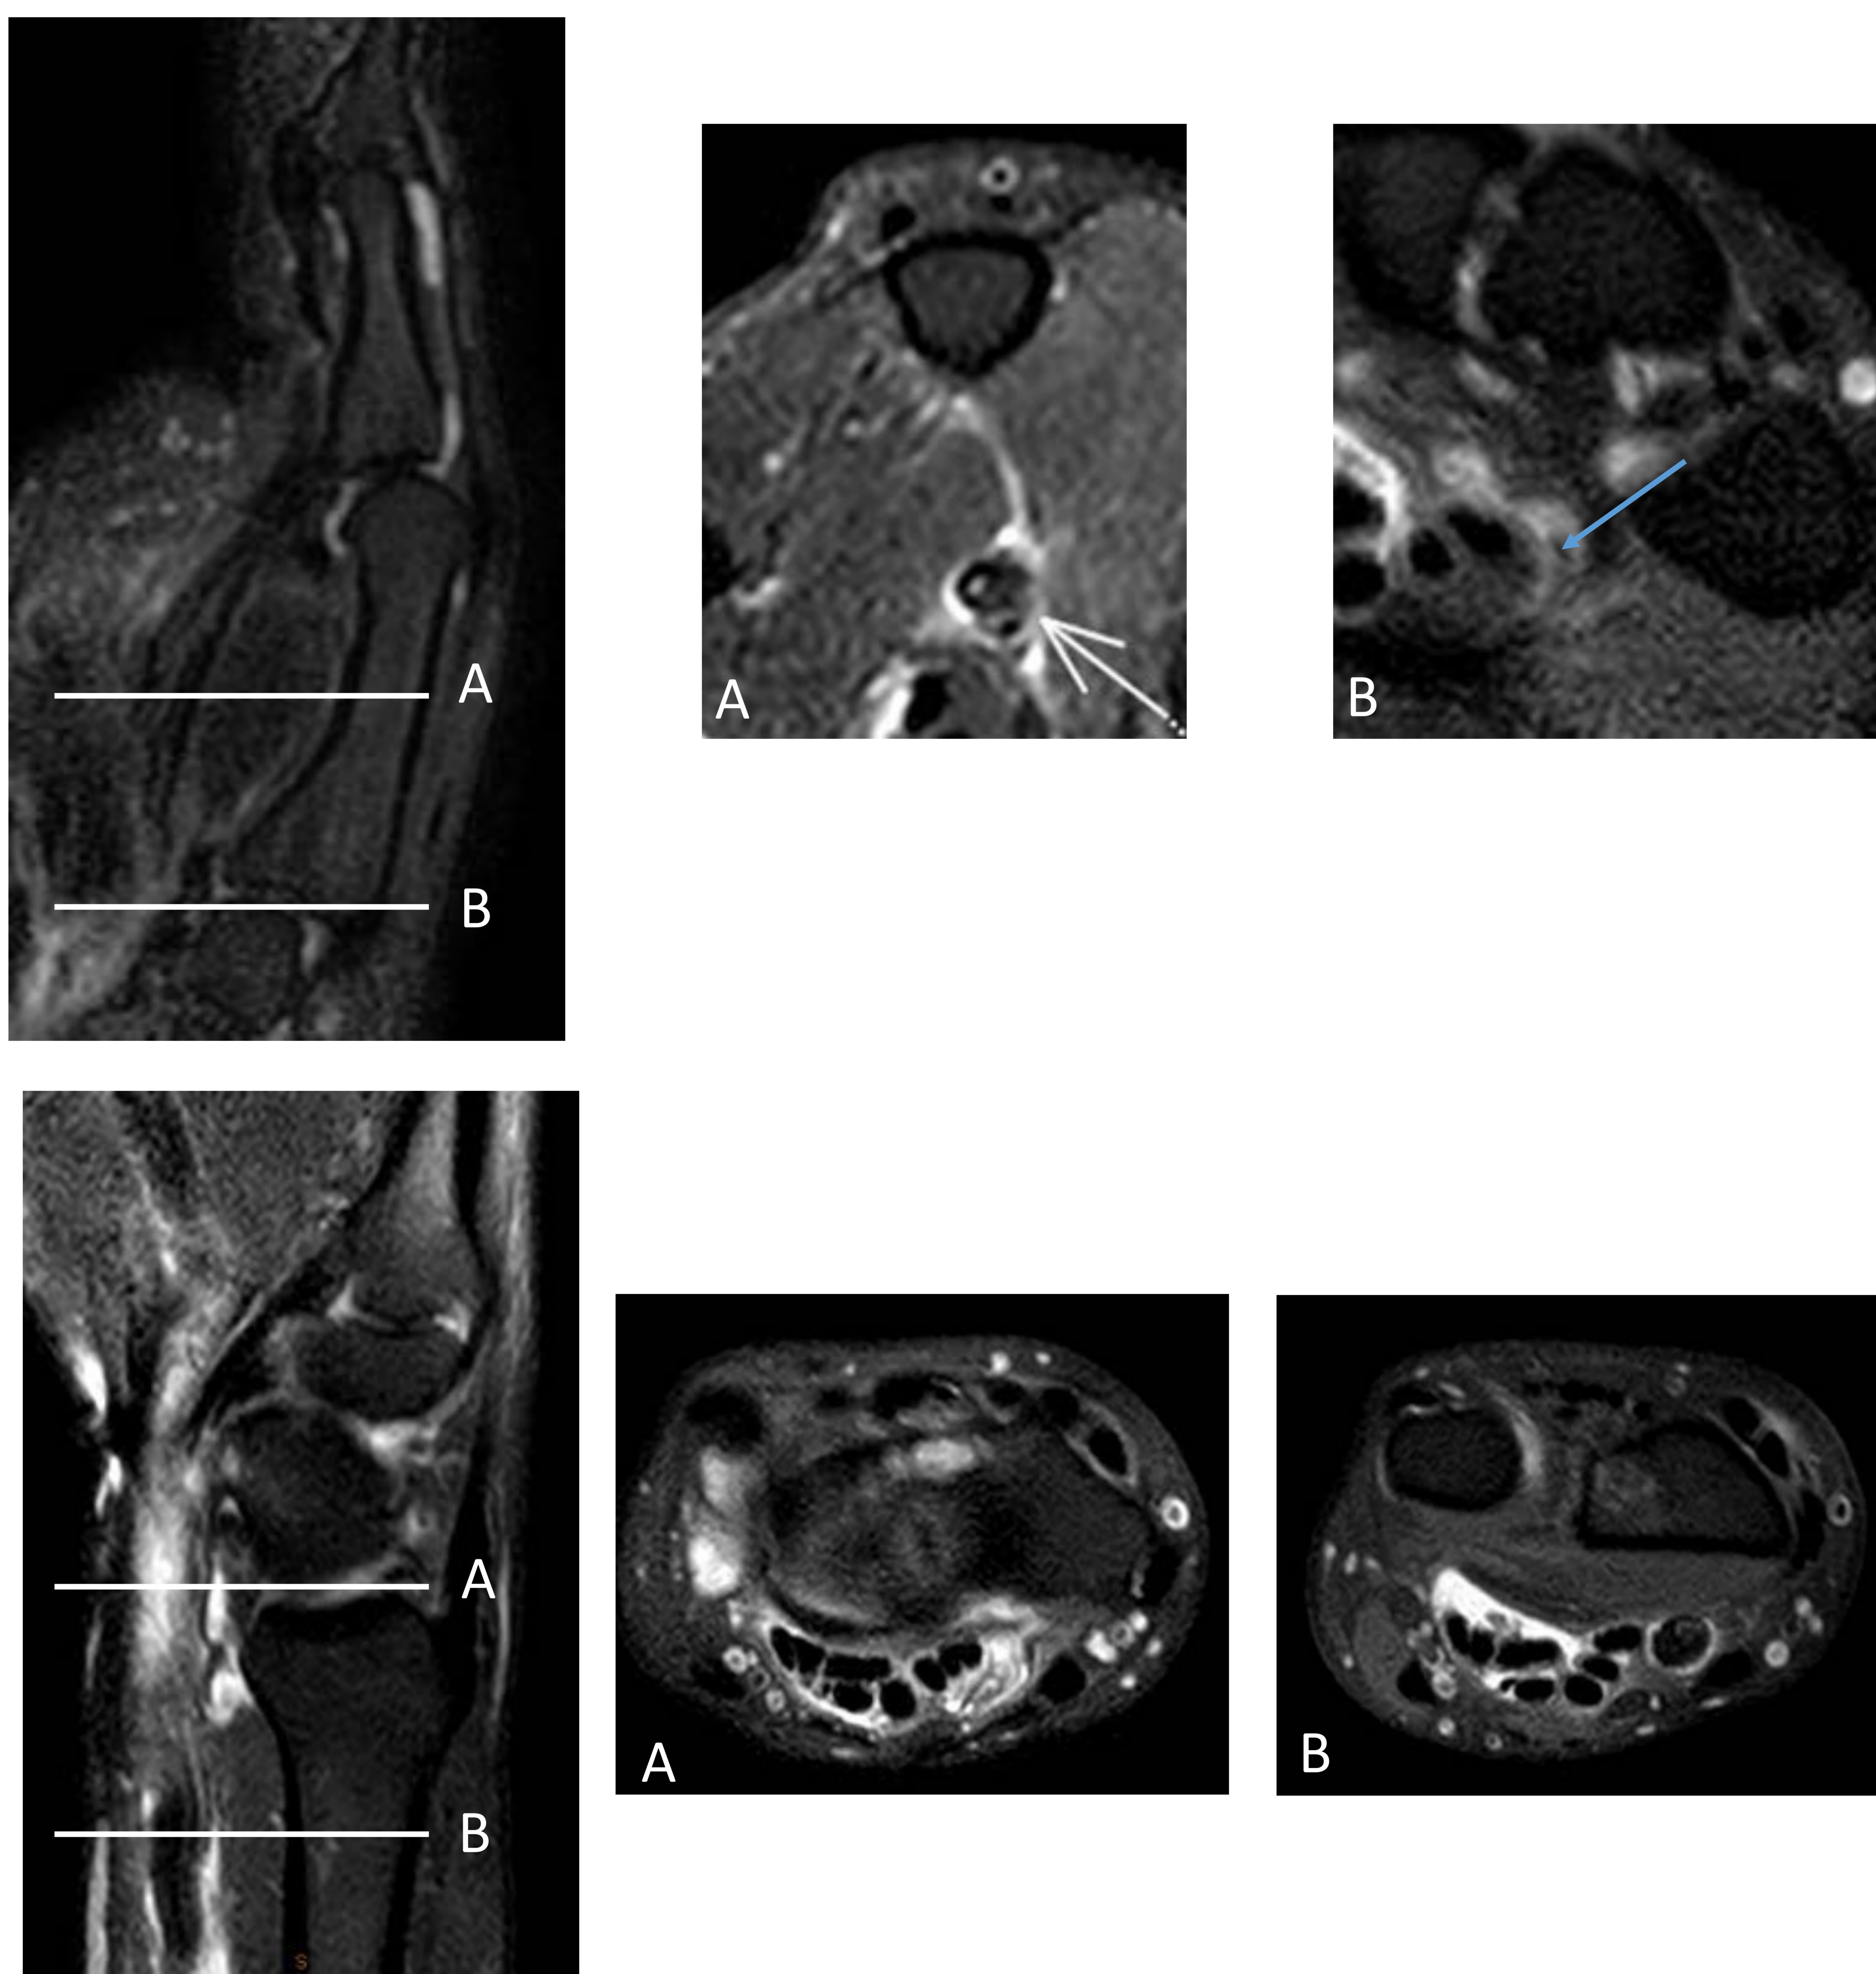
Paciente que presenta sensación de tirón y pérdida de la flexión del primer dedo, mientras apretaba gatillo de una grapadora en su trabajo. Arriba: rotura del flexor largo del pulgar en la región metacarpiana, identificando el cabo distal a nivel de la base del primer metacarpiano. El tendón subyacente está engrosado y con aumento de señal, en relación con tendinosis previa. Abajo: el cabo proximal no se visualiza en la RM del dedo, para encontrarlo tenemos que extender el estudio hasta la muñeca. Se identifica el cabo proximal retraído a nivel de la metáfisis del radio. Líquido en la vaina de los flexores en la muñeca, en relación con sinovitis.
